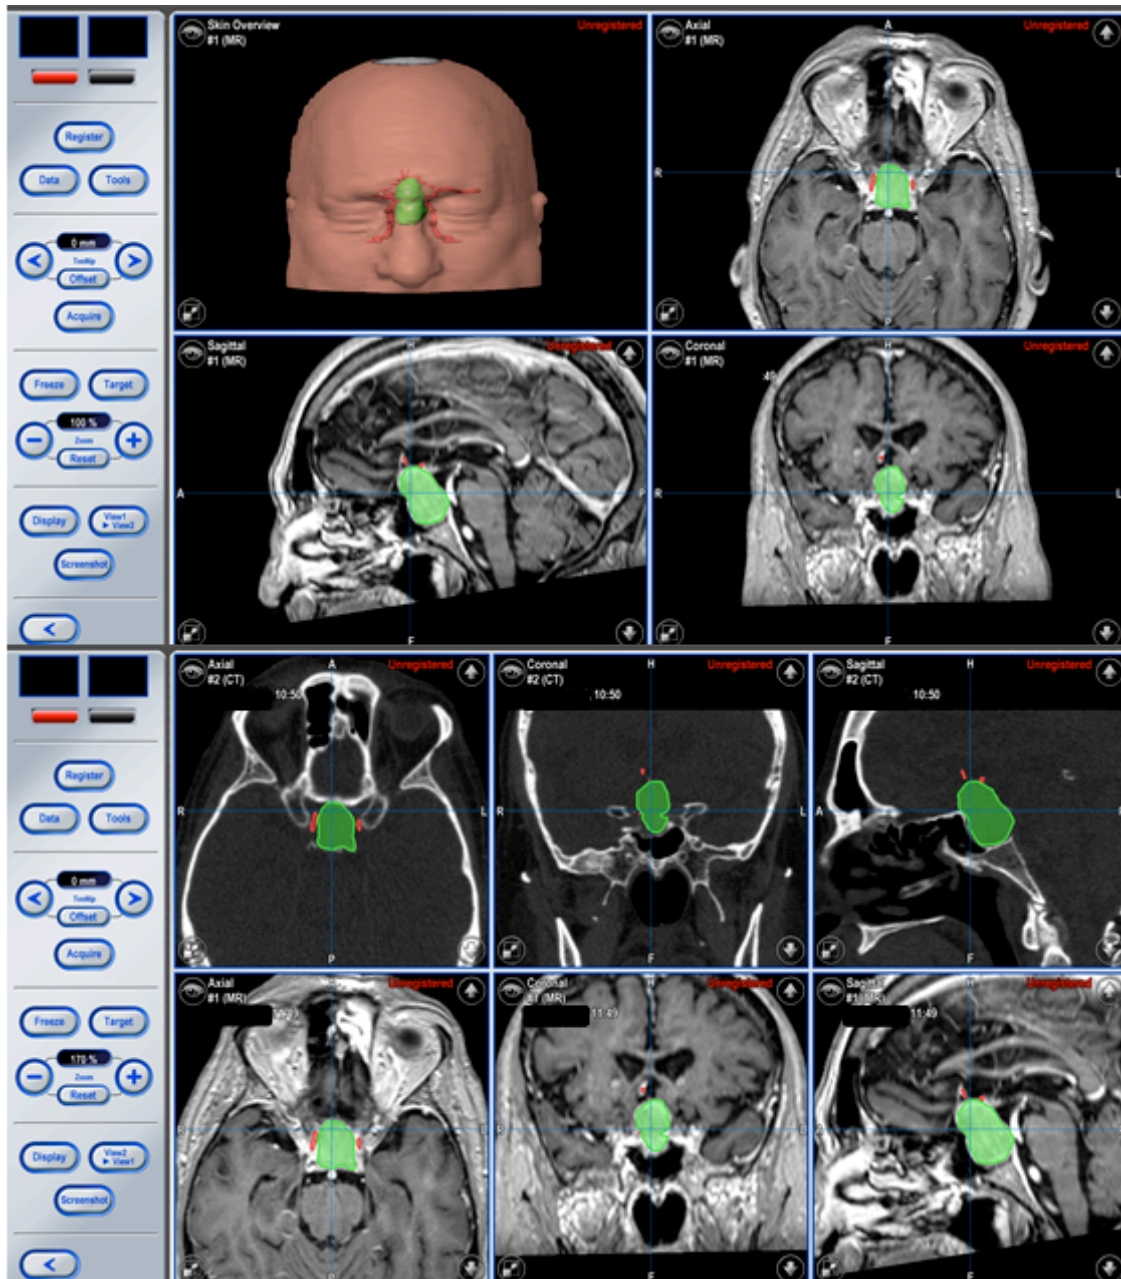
Imágenes de la pantalla del sistema de neuronavegación utilizado durante la cirugía endoscópica transesfenoidal. Se fusionan secuencias de la RM preoperatoria con las de un TC de senos paranasales y se realiza una planificación quirúrgica minuciosa. De esta manera se consigue realizar de forma simultánea una navegación tanto sobre referencias óseas como estructuras neurovasculares.
